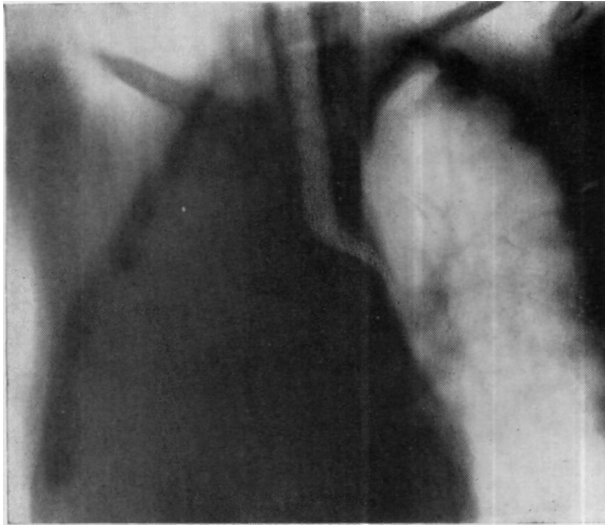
Томограмма больного П. через корень легкого, сделанная через 10 месяцев после трансперикардальной окклюзии правого главного бронха.
